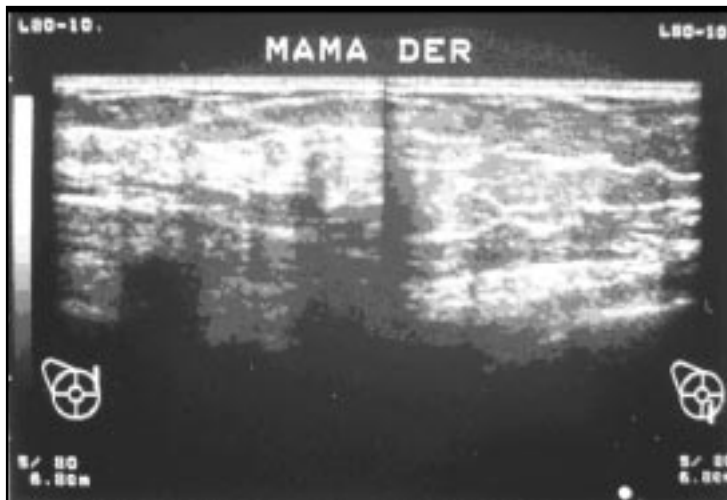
Ecotomografía mamaria normal.
